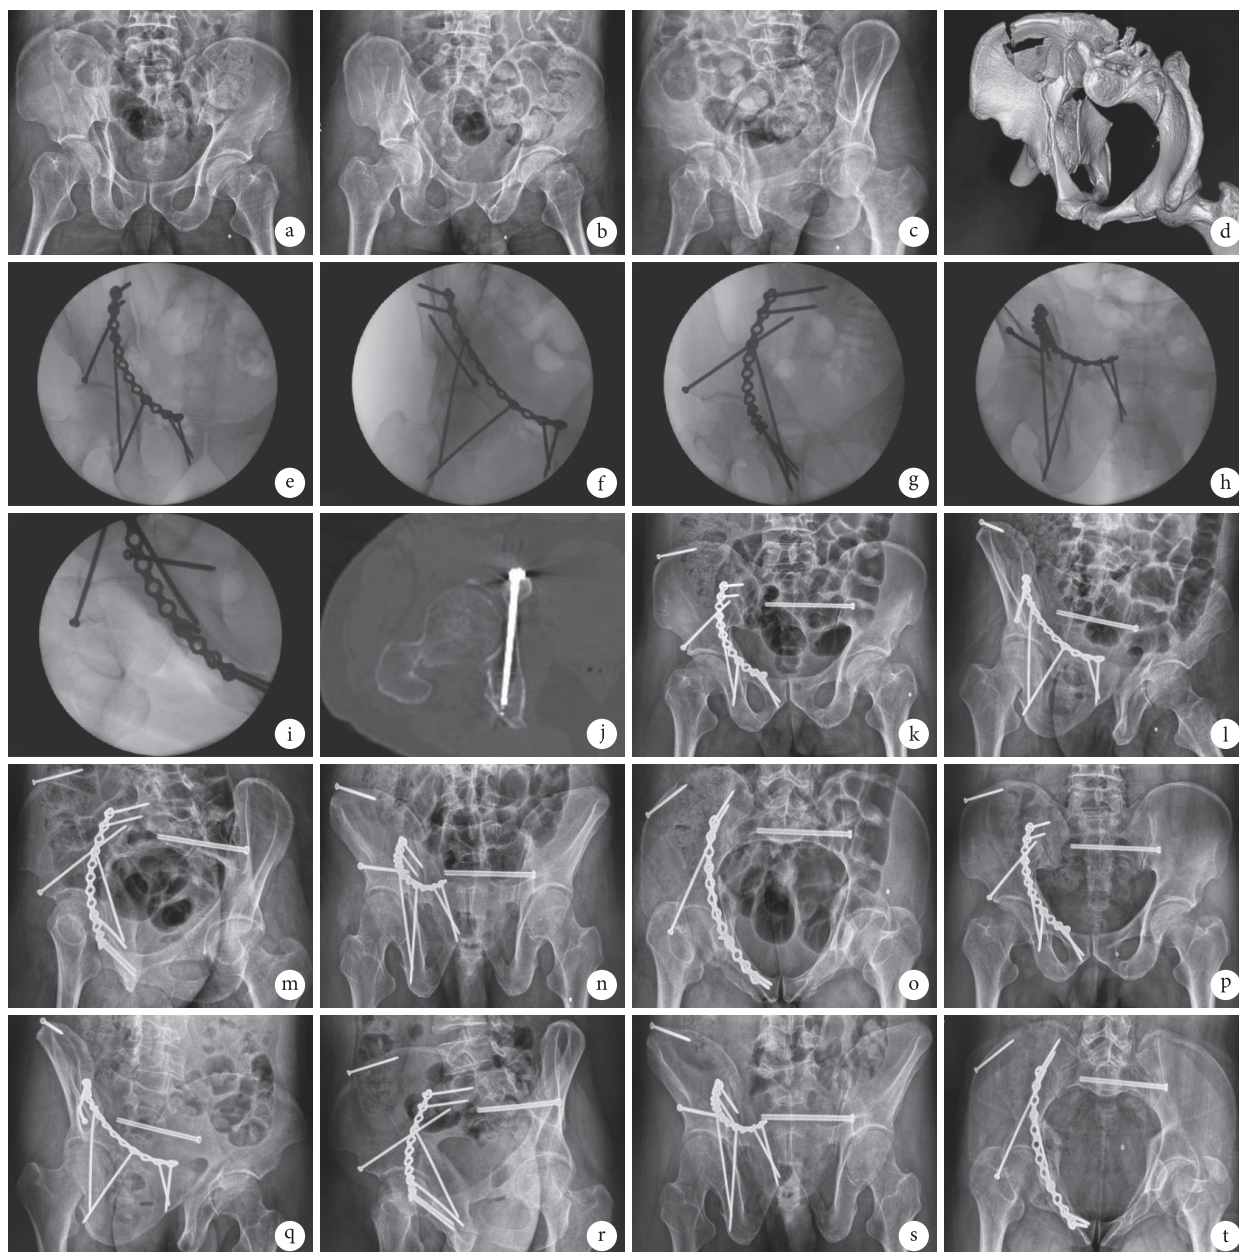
患者,男,50岁,右侧髋臼骨折(Letournel-Judet分型为双柱骨折) a~c.术前骨盆前后位、右侧闭孔斜位及右侧髂骨斜位X线片;d.术前骨盆CT三维重建;e~i.术中骨盆前后位、右侧闭孔斜位、右侧髂骨斜位、出口位及入口位X线片示髋臼骨折复位满意,IAS位置良好;j.术后3dCT示IAS全程位于通道内;k~o.术后4d骨盆前后位、右侧闭孔斜位、右侧髂骨斜位、出口位及入口位X线片示髋臼骨折复位满意,IAS位置良好;p~t.术后8个月骨盆前后位、右侧闭孔斜位、右侧髂骨斜位、出口位及入口位X线片示骨折愈合
